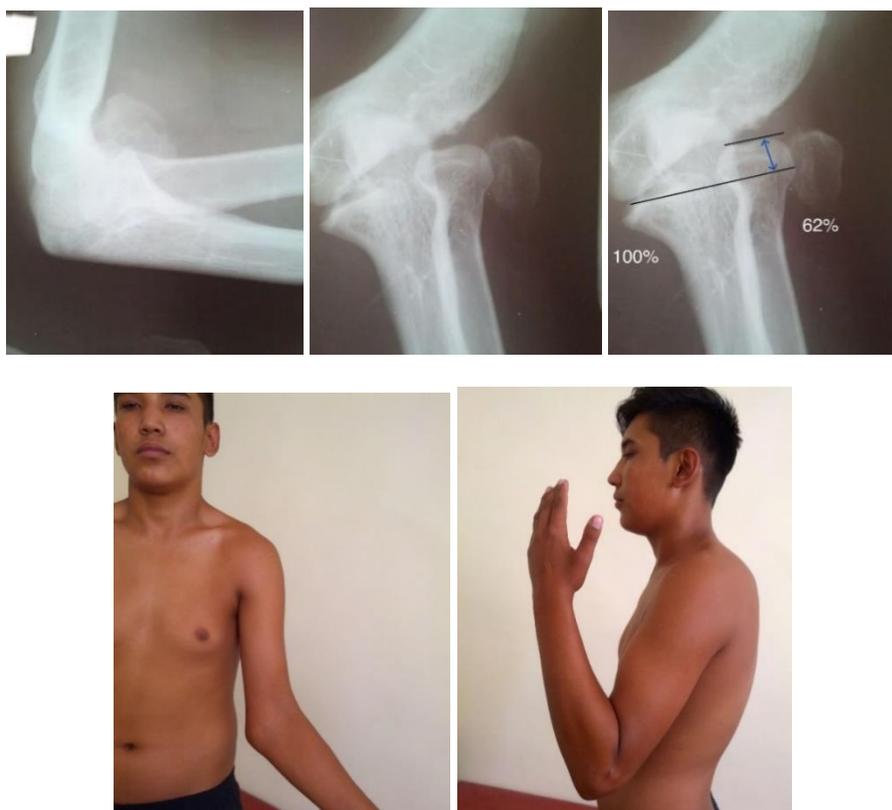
Рентгенограммы локтевого сустава больного О.К.12 лет : Измерение проведено по описанной методике.
